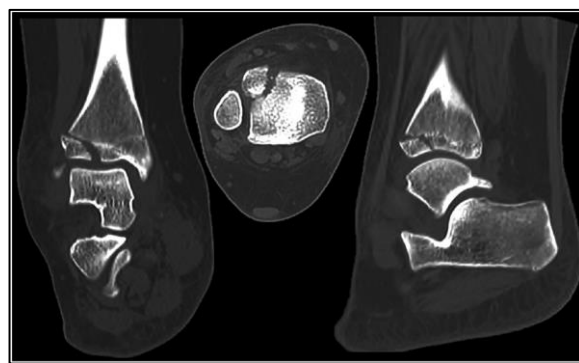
TC de una fractura de Tillaux⁷
